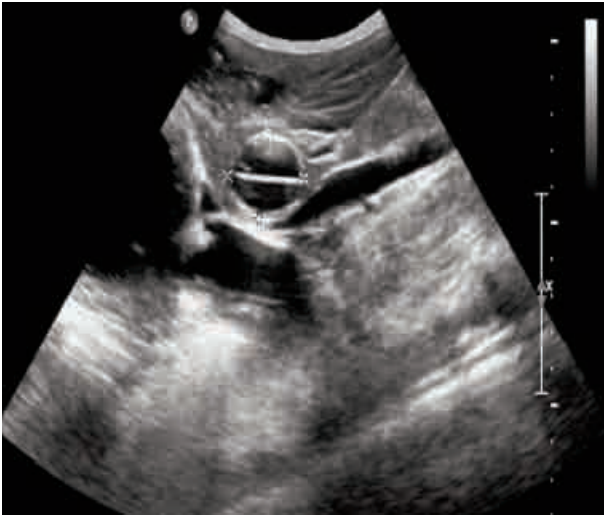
Ecografía abdominal: Hígado de tamaño y ecoestructura normal, con presencia de dos lesiones focales en segmento hepático IVa y IVb, de ecoestructura heterogénea y bordes bien definidos, compatibles con quistes hidatídicos. El localizado en el segmento IVa presenta múltiples membranas en su interior y mide 4,3 x 2,1 cm. El localizado en el segmento IVb presenta alguna vesícula y membrana en su interior y pared parcialmente calcificada, midiendo 3,5 x 2,3 cm. Desplazan vena porta izquierda y venas suprahepáticas media e izquierda. Entre ambos quistes se localiza la vena porta izquierda y la vena suprahepática izquierda. Vesícula, vía biliar, bazo, riñones, páncreas y vejiga normales sin lesiones focales. No evidencia de líquido libre intraperitoneal.
